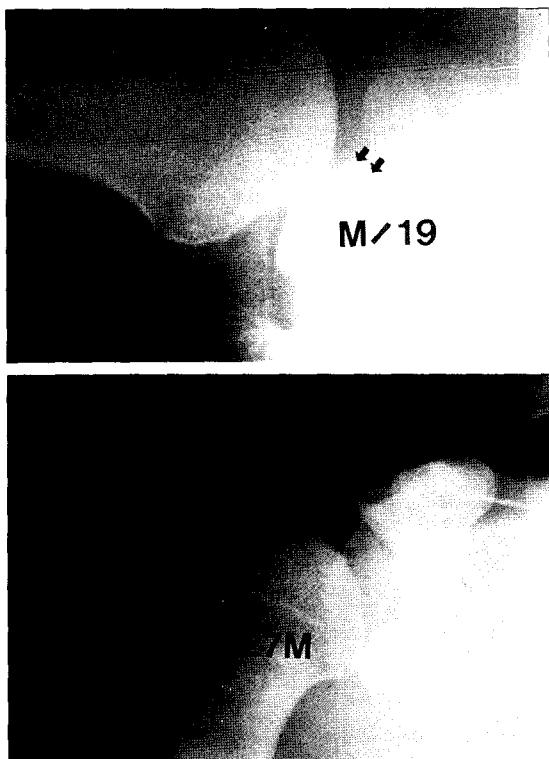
The axillary radiograph shows anterior rim fracture with continued instability after reduction.
